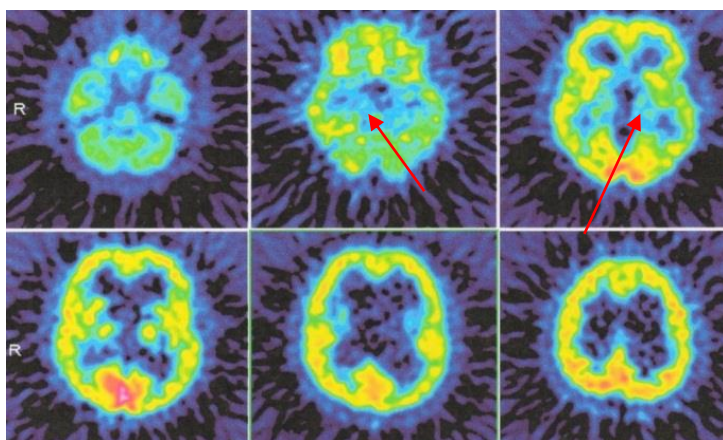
ПЭТ с ^{18}F -дезоксиглюкозой. Наблюдение №35, больная К., 11 лет, история болезни №3365-09. Д-з: Сообщающаяся гидроцефалия. Заключение: гипометаболизм глюкозы в зонах смешанного кровоснабжения (указано стрелками)
